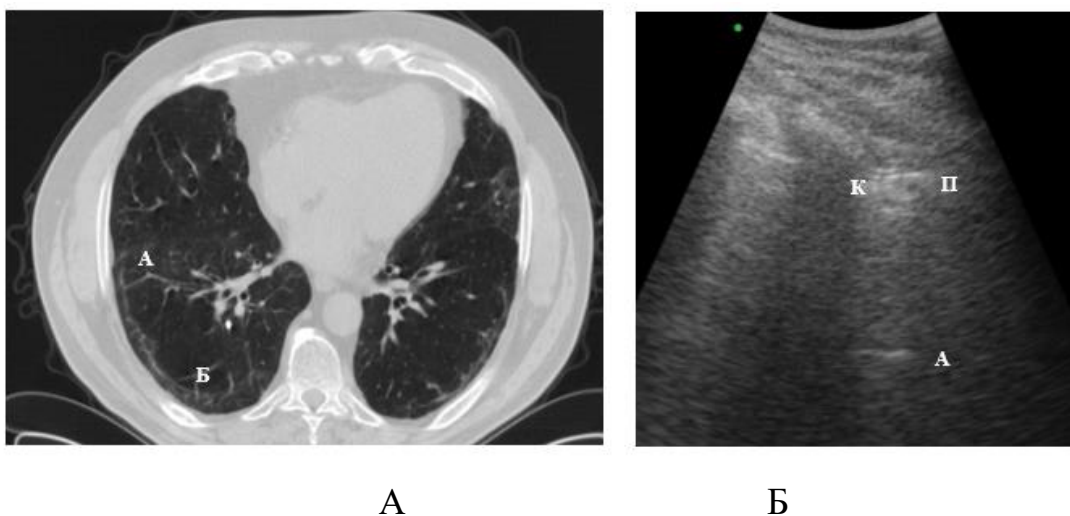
Приклад відповідності КТ- й УЗ-патернів у пацієнта на 95-й день хвороби після тяжкого перебігу COVID-19 з ураженням легень:
